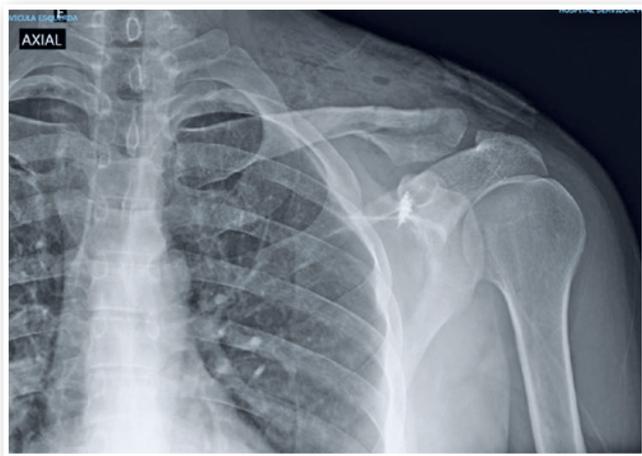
Radiografia anteroposterior da clavícula esquerda, pós-operatório imediato. Âncoras evidenciadas na base do caracóide.
